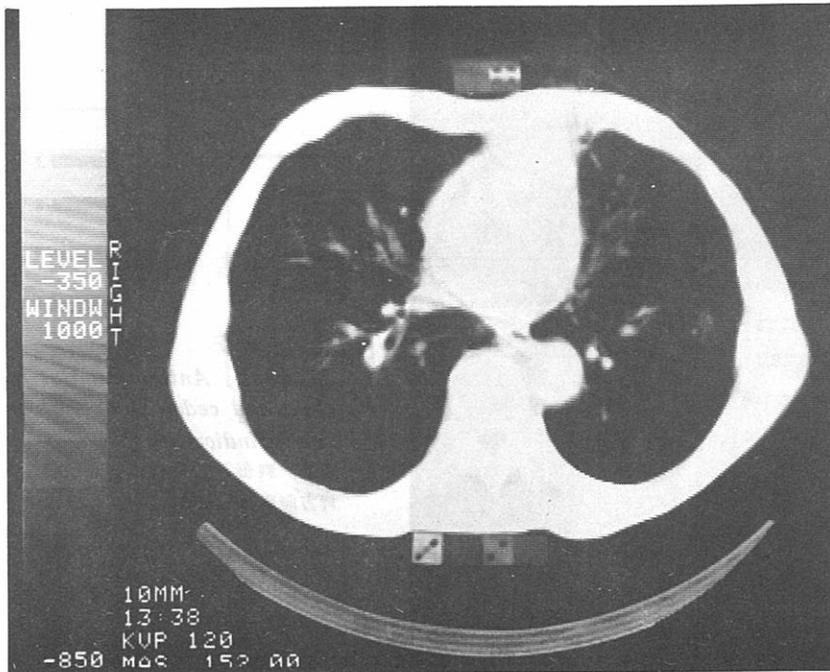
CT scan of mid-thoracic region with perpendicular rubber indicators posteriorly, and oblique indicators anteriorly. Slice thickness was 0.5 cm. The indicators 0.5 cm apart appeared superimposed at #2 and #3, and were therefore impractical. The perpendicular indicators 1 cm apart clearly showed #2. The oblique indicator on the patient's anterior surface clearly shows the section was made halfway between #3 and #4.
